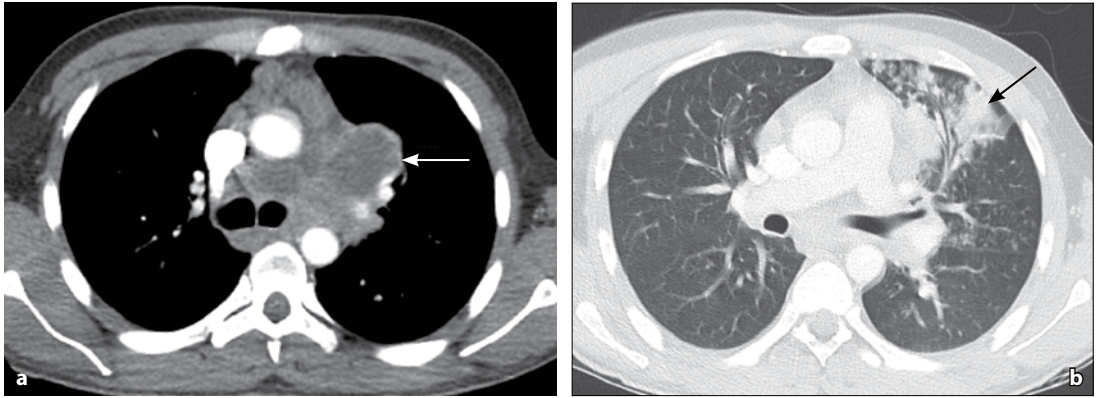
Tuberculosis pulmonar en un hombre de 34 años de edad con sida. Tomografía computarizada con imágenes axiales con ventana para mediastino (a) y para pulmón (b) demuestran extensas adenopatías mediastinales necróticas (flecha blanca) y consolidación pulmonar en el lóbulo superior izquierdo (flecha negra).
